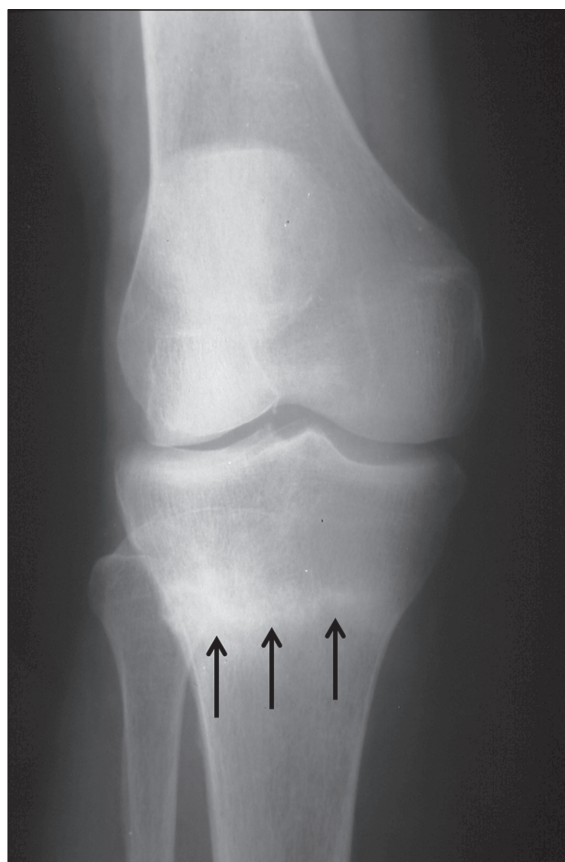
Fracture de fatigue complète du tibia chez un jeune patient de 16 ans. Radiographie de face. La fracture est visible sous forme d'une ligne dense de la métaphyse tibiale proximale (flèches), à point de départ cortical et étendue à l'os trabéculaire.
